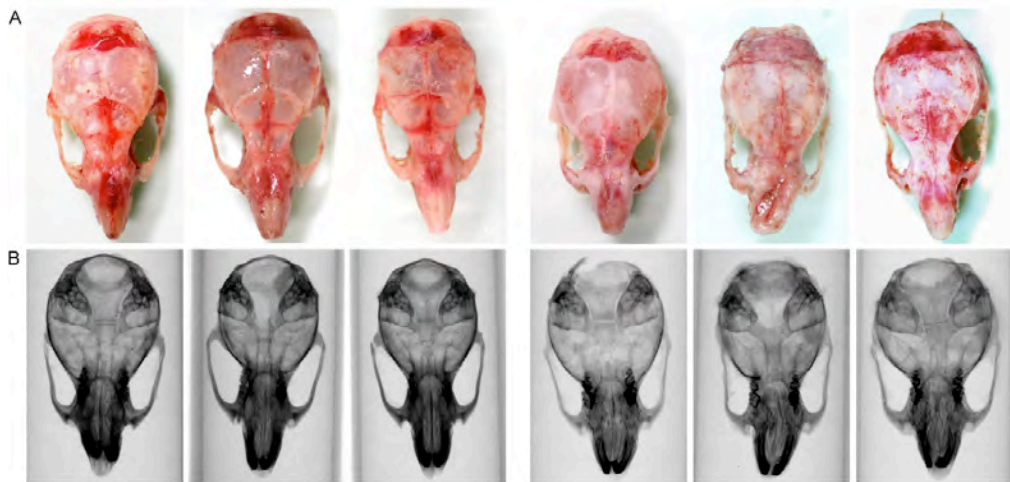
Photographische Darstellung (A) und Röntgenaufnahmen (B) der Schädel von BL_6 -Mäusen (links) und Hyp - Mäusen (rechts)
